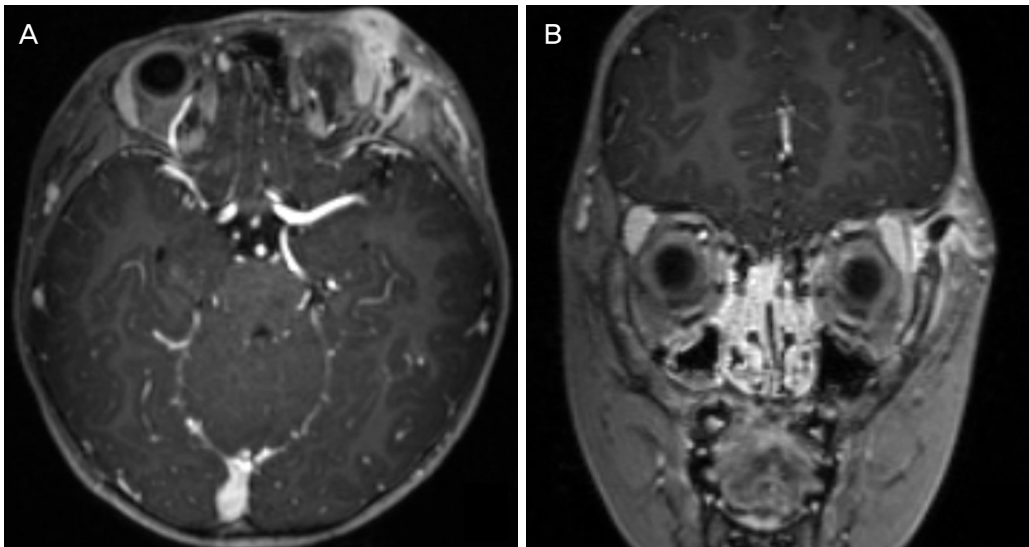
Magnetic resonance (MR) images of the patient. (A) Axial T2-weighted MR image showing cutaneous fistula and sinus tract extended into the middle cranial fossa in the left lateral orbital area. (B) Coronal T2-weighted MR image showing sinus tract that is well defined and in high signal lesion.
